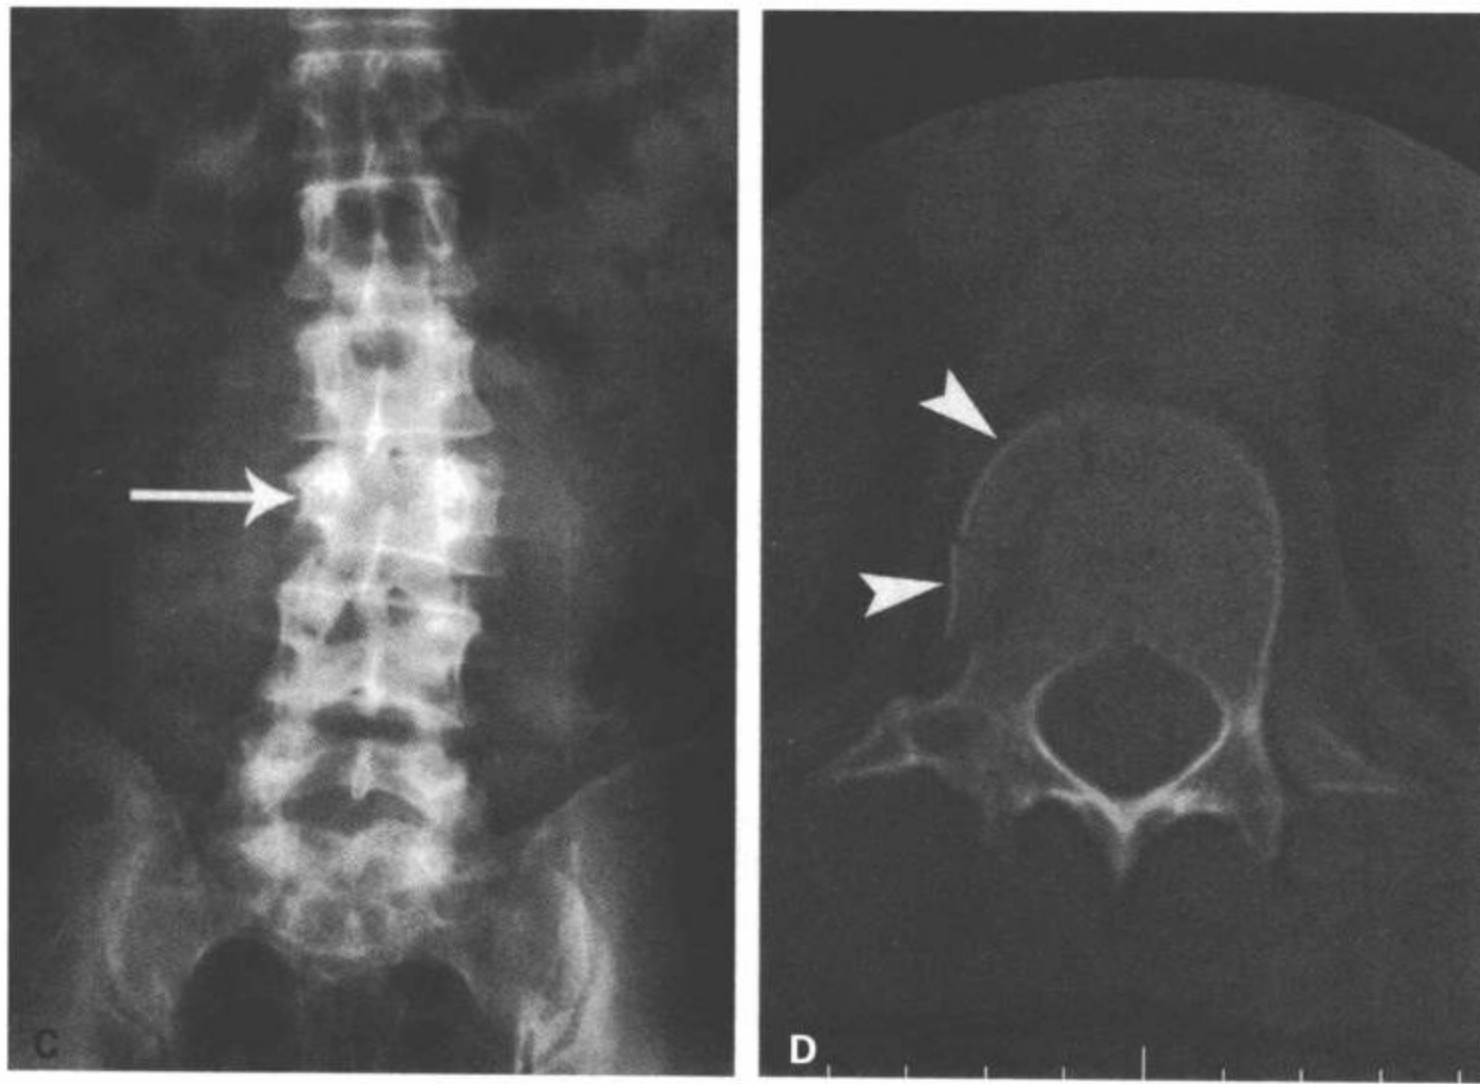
(续) C: 腰椎 AP 平片显示 L3 椎体右侧的高度减低 (箭), 符合同侧压缩性损伤。D: T12 椎体的 CT 横断面再次显示椎体右侧不对称性压缩 (箭头)。
